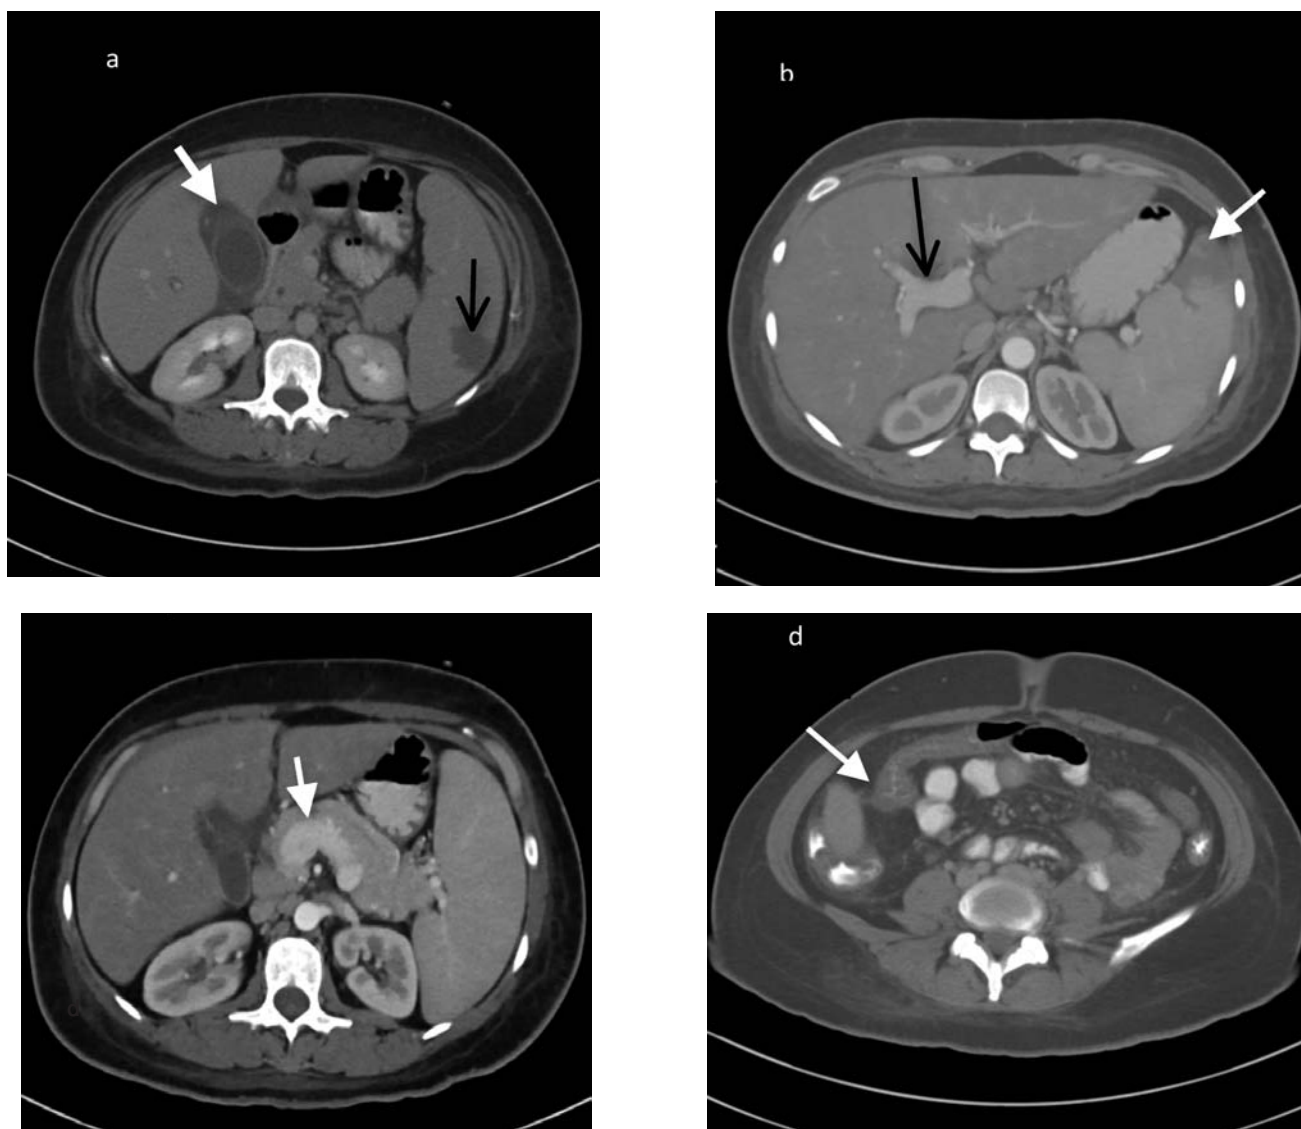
CT abdomen with contrast. a: red arrow: distended gallbladder with peri-cholic fluid, black arrow: splenic infarction. b: red arrow: splenic infarction, black arrow: dilated portal vein, c: red arrow: dilated splenic vein, d: red arrow: thickened colonic wall.
